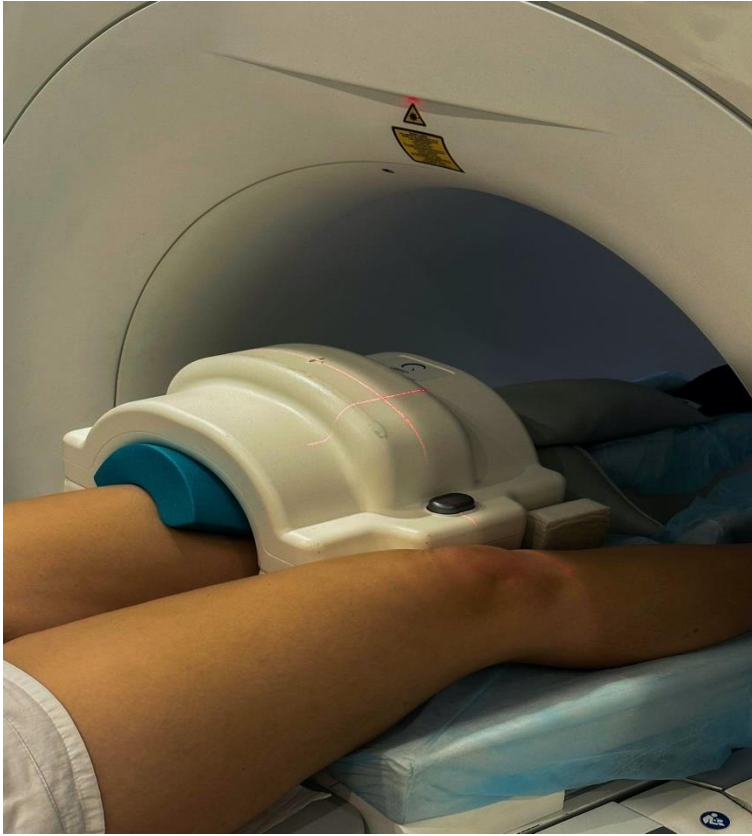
Pacient na MRI kolenního kloubu
